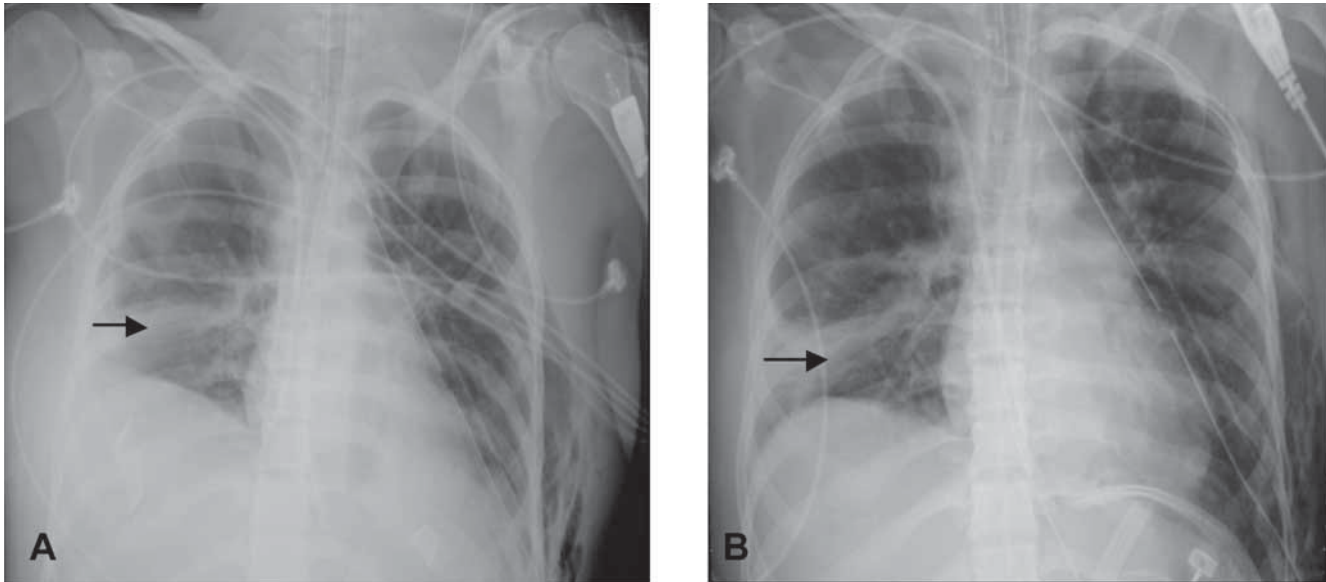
Radiografía de tórax antes (A) y después (B) de la descompresión abdominal. Nótese la mejoría en el volumen pulmonar. Base derecha con imagen de contusión pulmonar. (Flecha)
